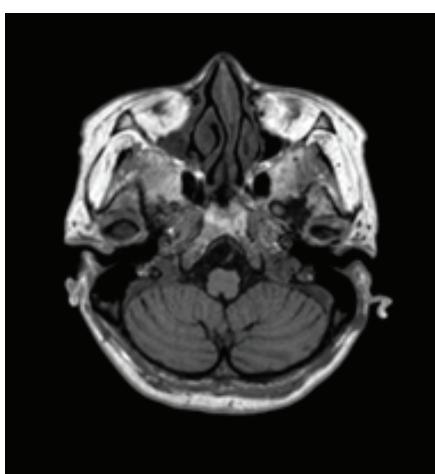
МРТ-картина изолированной атрофии мозжечка
